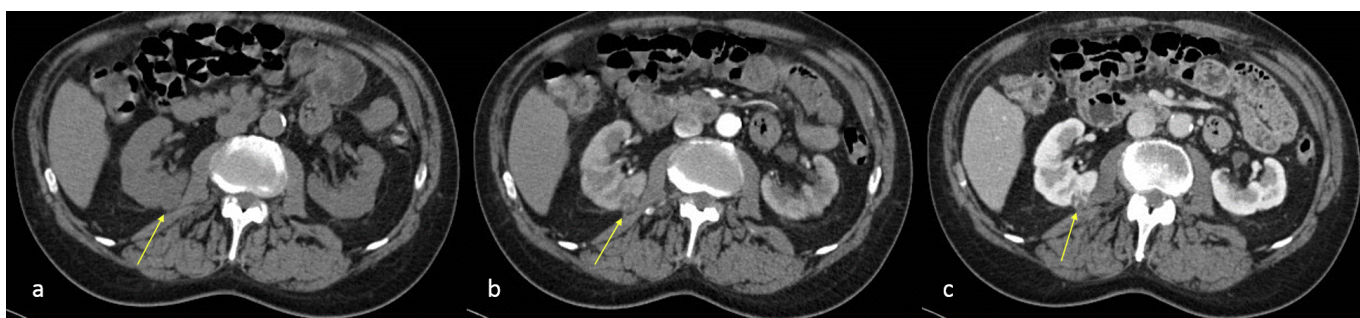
Le immagini TC assiali di un uomo asintomatico di 47 anni mostrano un tumore ben definito nel polo inferiore del rene destro (frecce). La porzione di maggiori dimensioni presenta potenziamento contrastografico nella fase corticomidollare (a), la stessa successivamente diventa ipodensa in fase nefrografiche (b) e in fase escretoria (c). La zona rimanente, ossia la porzione centrale e quella periferica, è ipodensa nella fase corticomidollare e diventa iperdensa nella fase escretoria iniziale. L'enhancement relativo è pertanto invertito. Referenze: Radiodiagnostica, Università degli Studi di Palermo, Policlinico Universitario Paolo Giaccone - Palermo / IT
